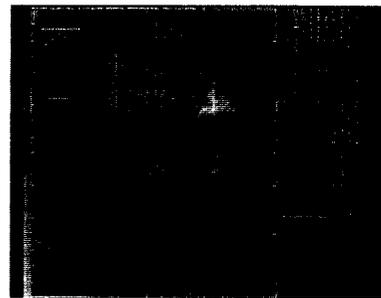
Ultrasonografía esplénica, donde se aprecia gran esplenomegalia de ecogenicidad difusa de aproximadamente 30 cm.
